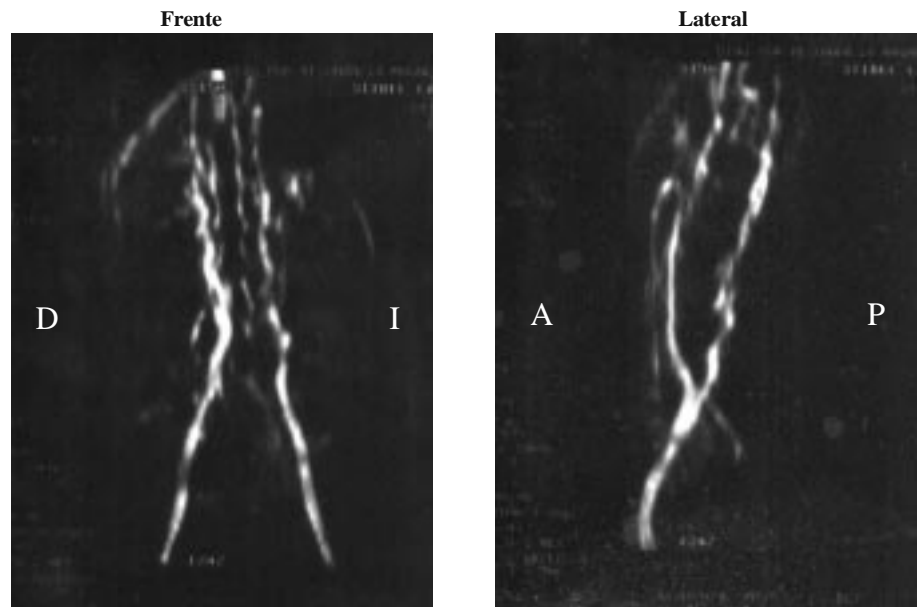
Resonancia magnética nuclear. Imágenes de frente y lateral en las que puede observarse la ausencia de la VCI y las venas ilíacas drenando en el plexo venoso paravertebral y sistema hemiazigos.
